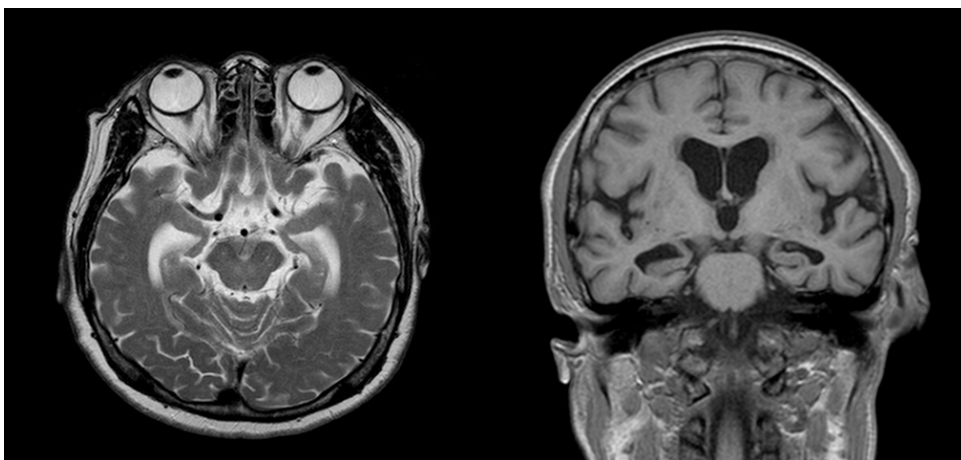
뇌 MRI 촬영에서 보이는 양측 해마 위축
